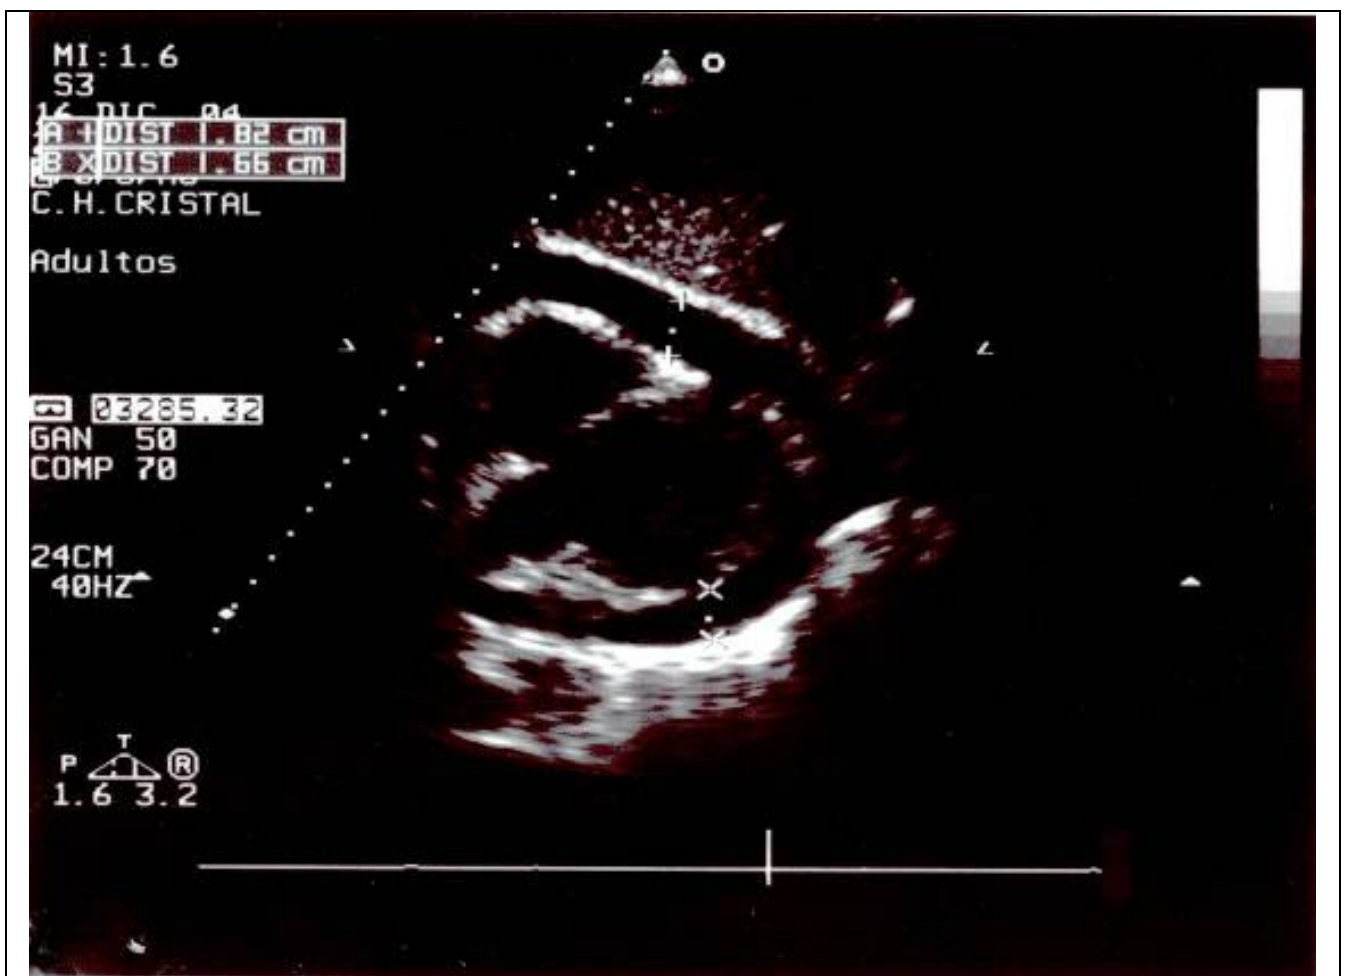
Ecocardiografía transtorácica. Derrame pericárdico de 18 mm.
